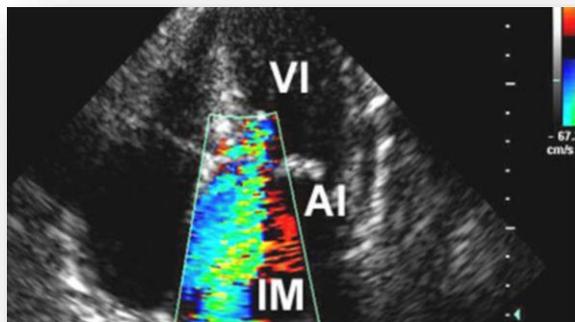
Ecocardiograma modo doppler: insuficiencia mitral severa. Fuente: Unidad de Hemodinámica y Cardiología Intervencionista del Complejo Asistencial Universitario de Salamanca.
